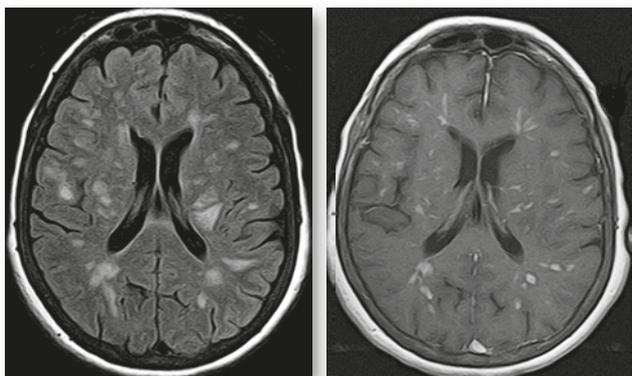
МРТ-зображення головного мозку пацієнта з ГРЕМ у режимах T2/Flair (А) і T1 (Б) із внутрішньовенним контрастуванням
